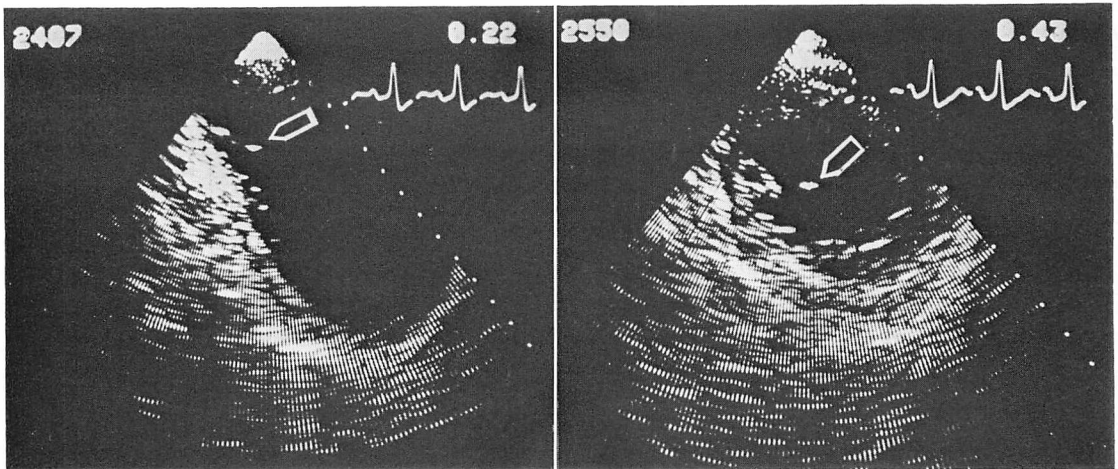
Cross-sectional echocardiogram from Case 4.
